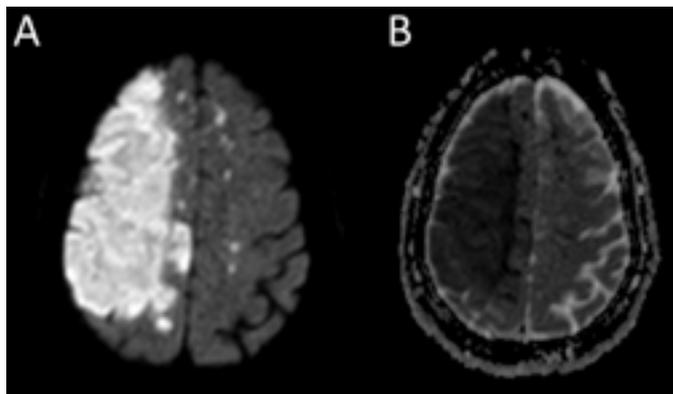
RM axial, secuencia de difusión. A. Corte axial de la secuencia de difusión (b-1500) a nivel de los centros semioviales, donde se observa un área fronto-parietal derecha hiperintensa y algunos focos puntiformes en el hemisferio izquierdo con la misma intensidad de señal. B. Corte axial correspondiente del mapa de CDA, que demuestra valores bajos (hipointensos), compatibles con restricción de la difusión indicativo de isquemia reciente (menos de 5 días).
